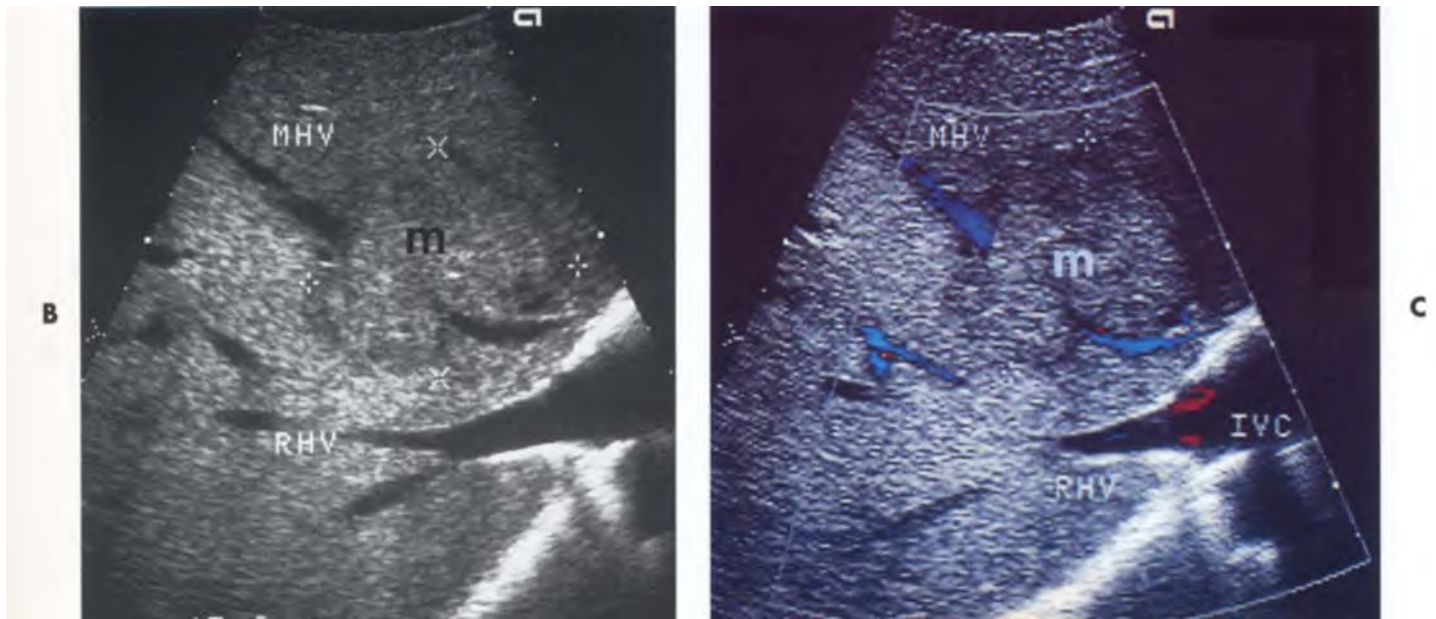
Khối di căn bao quanh tĩnh mạch gan. A, CT có cản quang cho thấy một khối di căn, *m*, gần tĩnh mạch gan phải (*mũi tên cong*).
